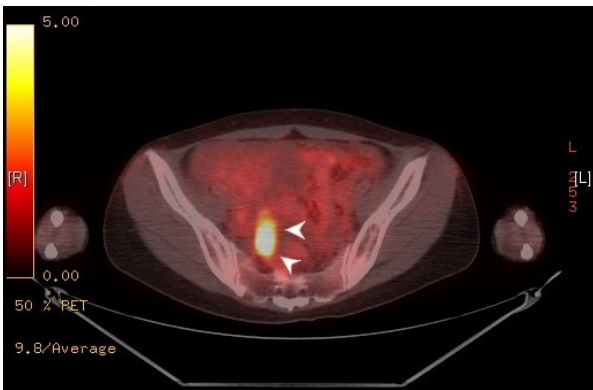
右卵巣への Fluorodeoxyglucose (FDG) の集積
